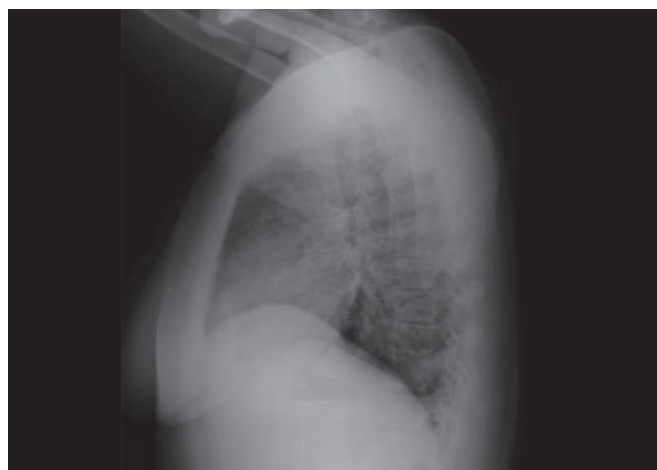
Radiografía lateral
